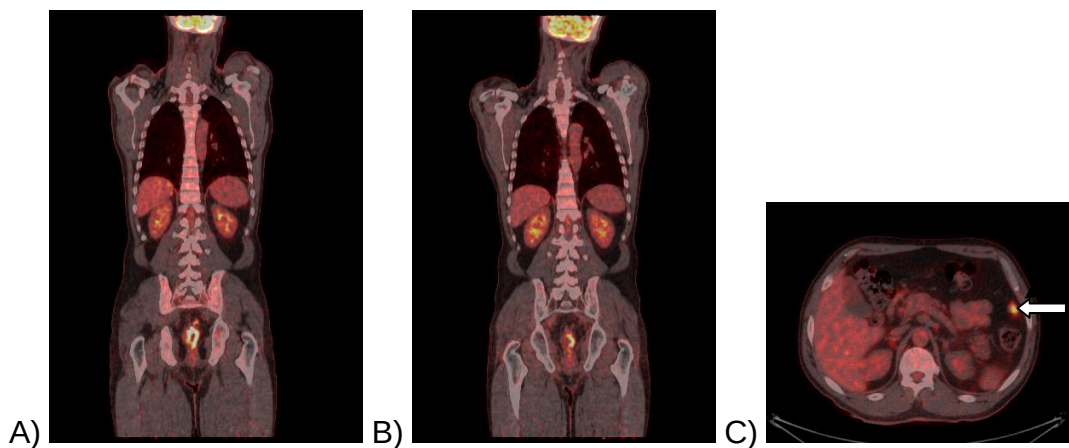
Imagens de ¹⁸F-FDG PET/CT de paciente com câncer de reto respondedor à quimioirradiação
